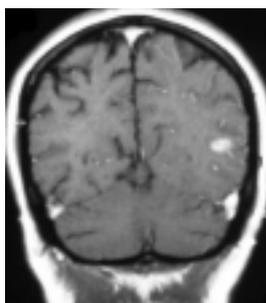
Ressonância cerebral em FLAIR: lesões de hipersinal em hiper/hipossinal.
